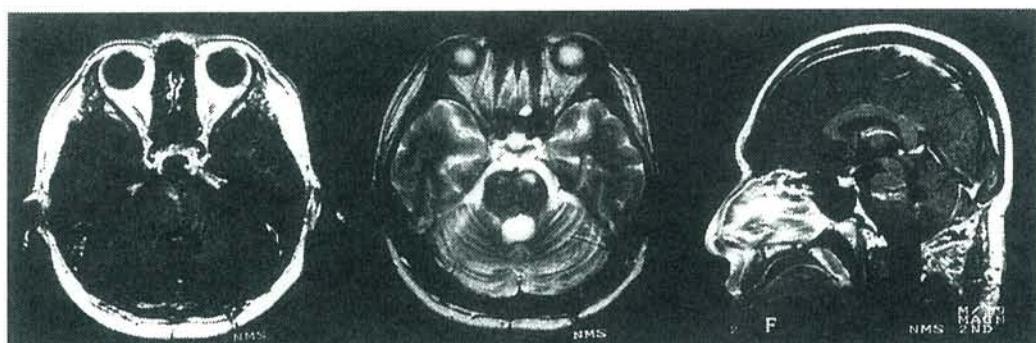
症例 2 の開頭術後 3 ヶ月の MRI (3 回目の化学療法後)
